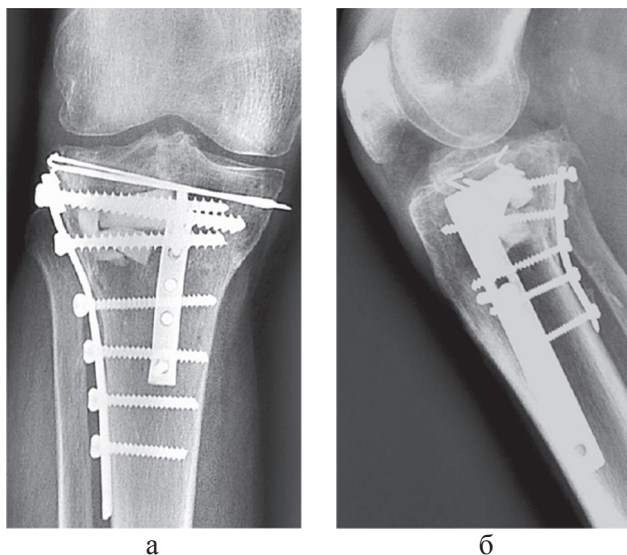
Рентгенограммы правого коленного сустава больного М., 63 года, в прямой (а) и боковой (б) проекциях после операции: выполнен остеосинтез внутреннего мыщелка треть-трубчатой пластиной, остеосинтез наружного мыщелка опорной L-образной пластиной с костной пластикой биоккомпозитом на основе b-трикальцийфосфата; субхондральная фиксация спицами
